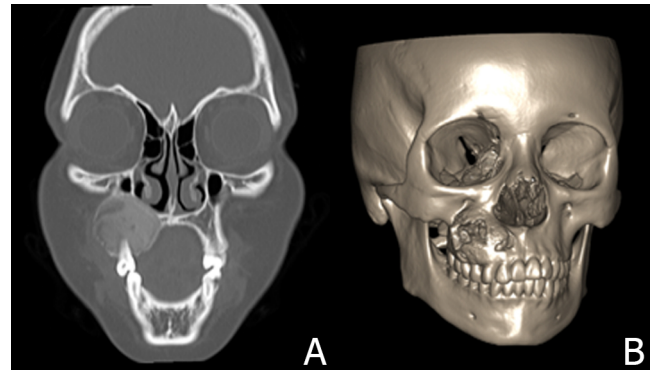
Estudio radiológico. A: tomografía computarizada que muestra lesión expansiva con densidad de vidrio esmerilado. B: reconstrucción tridimensional donde se observa extensión de la lesión.
